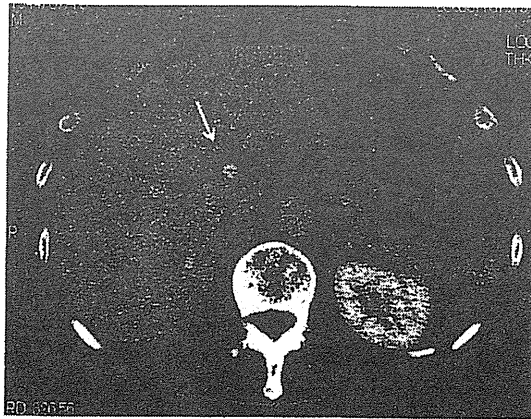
CT (plain) on admission showed hepatomegaly, periportal collar sign and ascites.
